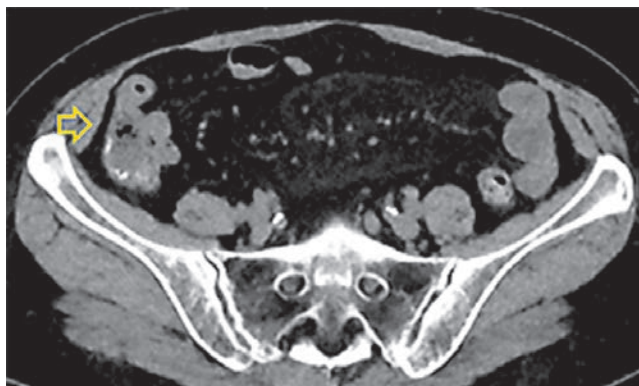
Computed tomogram. MIP algorithm. Axial plane. Arterial phase. In the wall of the ileum, a network of pathological vessels associated with tortuous, dilated rectus vessels (yellow arrow)
